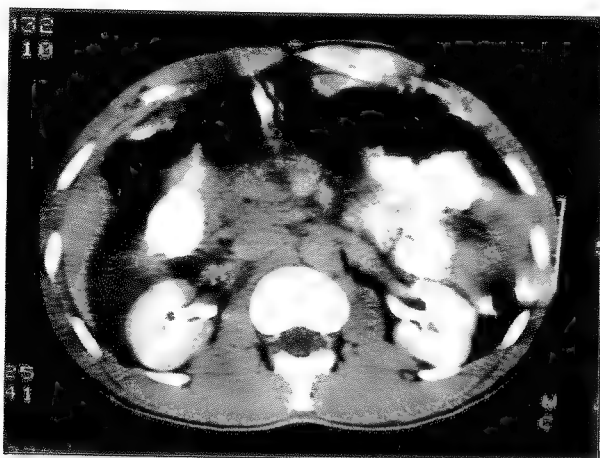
Traumatism pancreatic gradul III. Accident sportiv. CT scan inițial și amilazemia normală. Creșterea ulterioară a amilazei a determinat repetarea CT scan-ului care a arătat leziunea pancreatică și colecție lichidiană liberă în abdomen.
